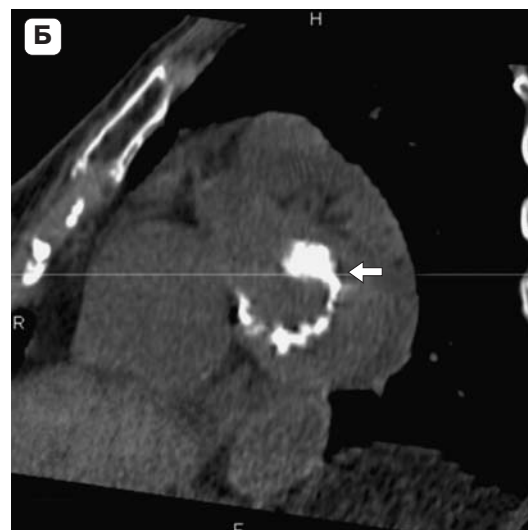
Кальциноз митрального отверстия. А – выраженный кальциноз в области отверстия митрального клапана (стрелка) в сердце древней египтянки; Б – аналогичная картина выраженного кальциноза отверстия митрального клапана (стрелка) на компьютерной томограмме без контрастирования у современного больного.
